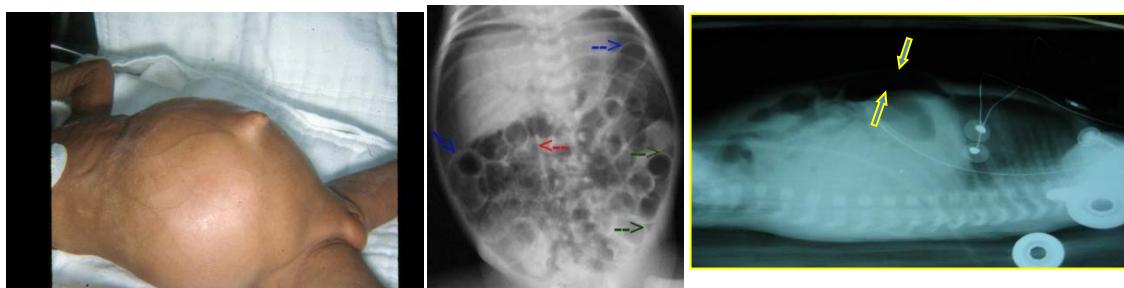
Клинико-рентгенологическая характеристика больных.
